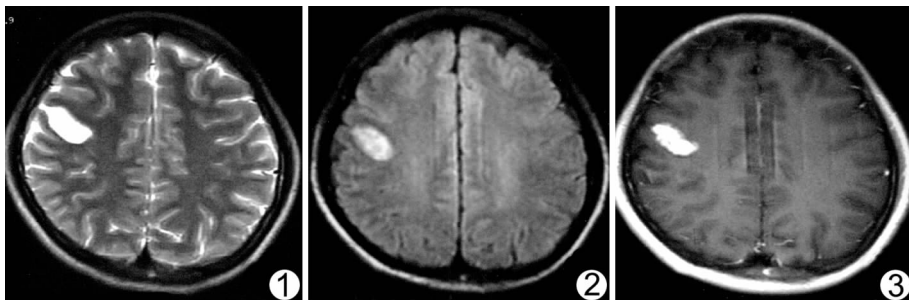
MR 图像 图 2 FLAIR 图像 图 3 增强图像
